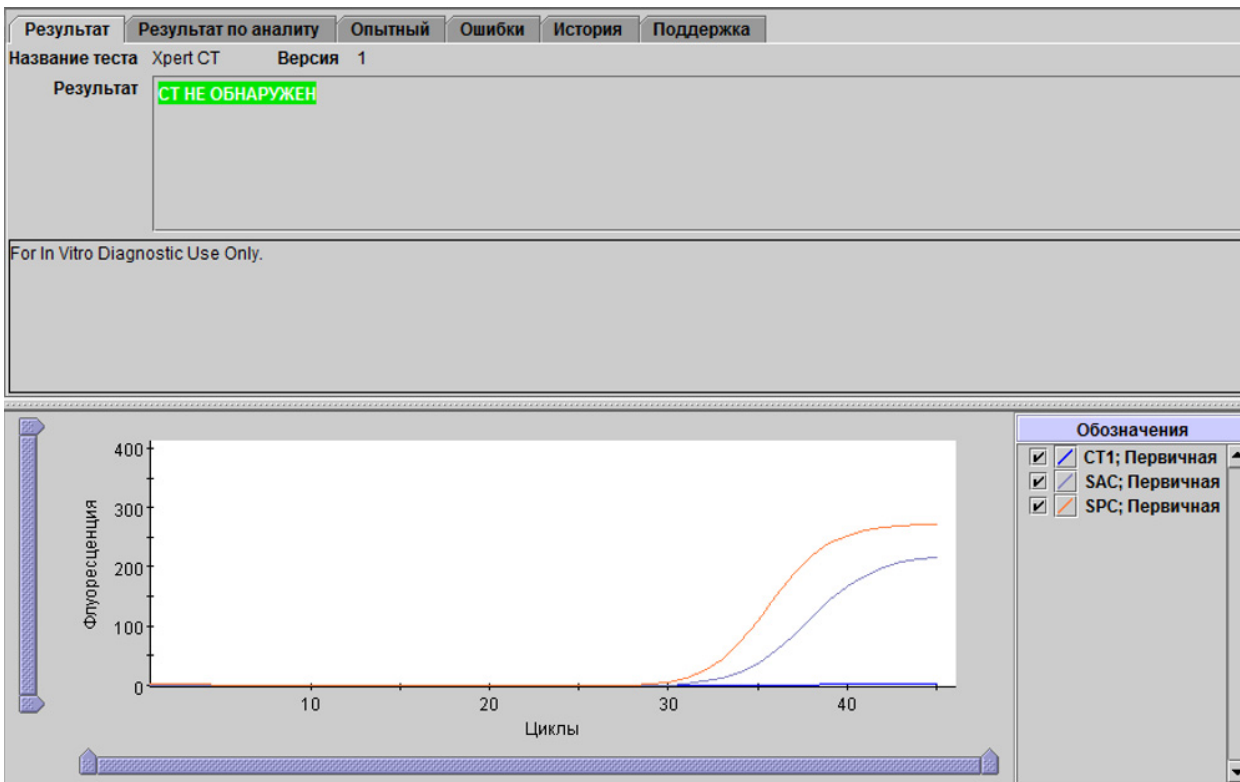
Хpert CT — СТ Не Обнаружен
